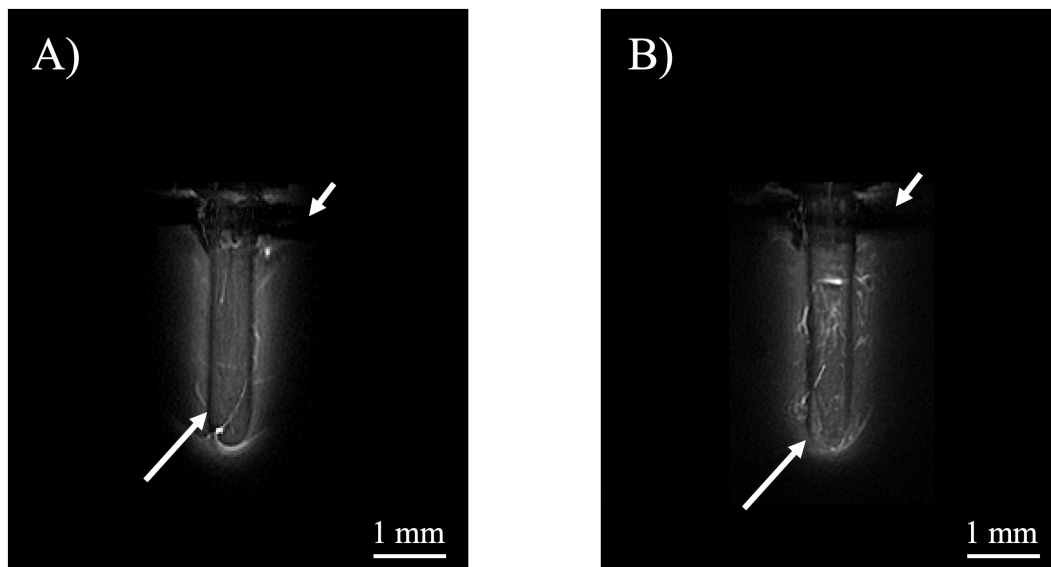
Images MIP 2D obtenues avec les micro-antennes RMN implantées (volume de détection = 1 μL) du tissu cérébral sain (A) et du tissu cérébral tumoral (B). Différentes zones en hyposignal sont visibles (os crânien (flèche courte) et fil de cuivre de la boucle de détection de la micro-antenne RMN (flèche longue)).
